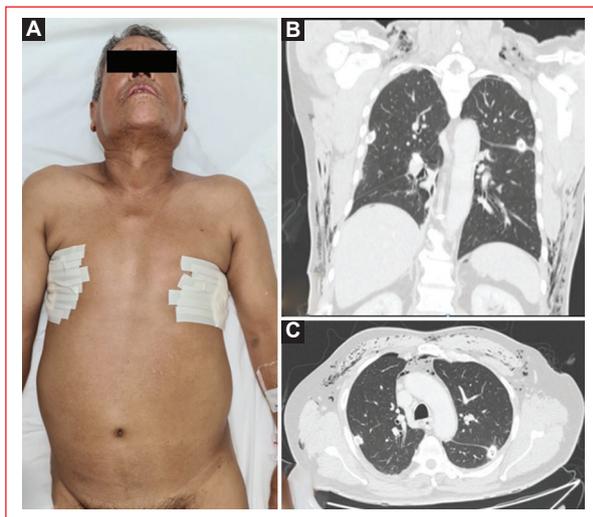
A: imagen clínica posterior al retiro de las sondas torácicas, con disminución evidente del enfisema subcutáneo (ES). B: tomografía computarizada en corte coronal de control que muestra disminución del ES, del neumomediastino y del neumotórax (NT). C: tomografía computarizada en corte axial de control sin evidencia de NT.
